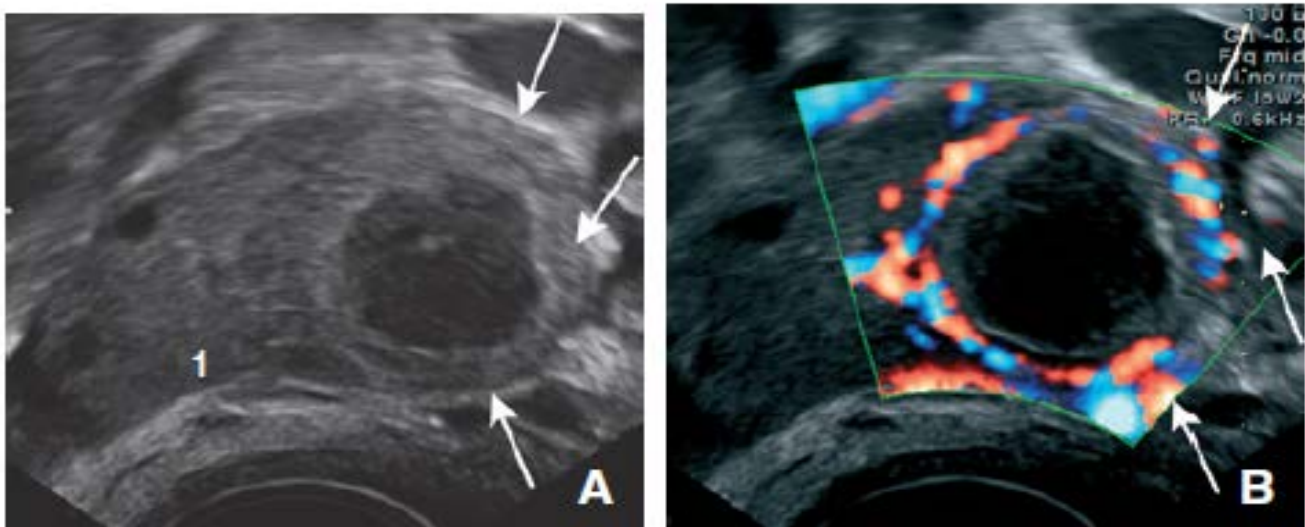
Corps jaune en échographie endovaginale et Doppler. A et B. Patiente âgée de 31 ans à J27 du cycle, asymptomatique. Coupe échographique (A) visualisant une formation circonscrite, échogène homogène à développement exo-ovarien (1) limitée par une paroi épaisse (flèches) circonscrite par une couronne d'hypervascularisation périphérique en Doppler couleur (B, flèches). (36)
